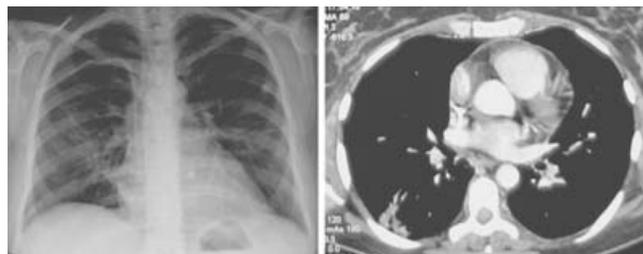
Radiografía y tomografía axial computarizada de tórax donde se observa resolución de los infiltrados y del derrame pleural.
